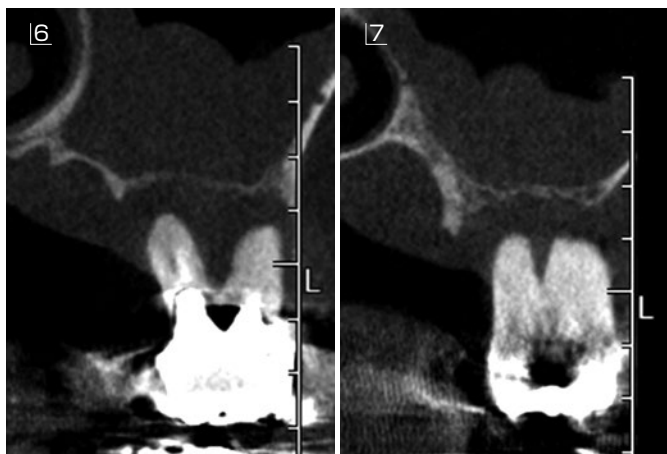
術前の CT 所見。上顎洞底までの垂直骨量は 1mm 以内で、上顎洞粘の肥厚が認められた。粘膜の肥厚があるため抜歯即時埋入ではなく、本来であれば抜歯後早期埋入で、歯肉弁が治癒する 6～8 週後に埋入すべきであるが、重度の歯周炎により抜歯窩は平坦化して歯根が歯槽骨から分離され、洞底骨の間に十分な厚みの軟組織が介在しているため、抜歯即時埋入処置とした。
